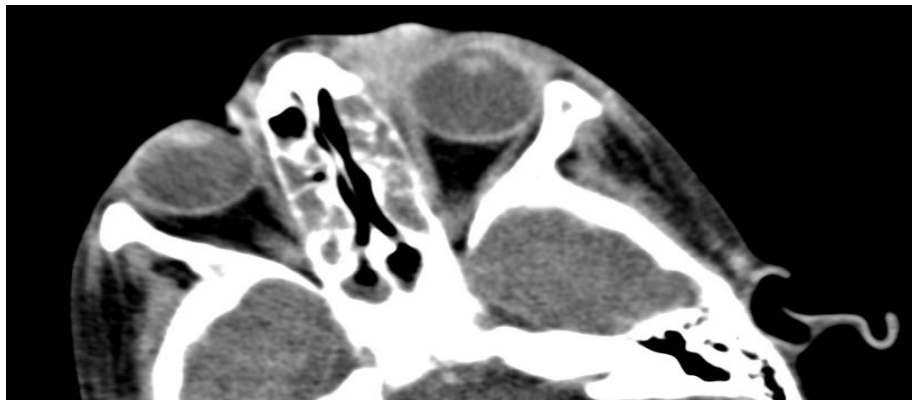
TDM orbitaire en coupe axiale objectivant une cellulite orbitaire pré-septale gauche
